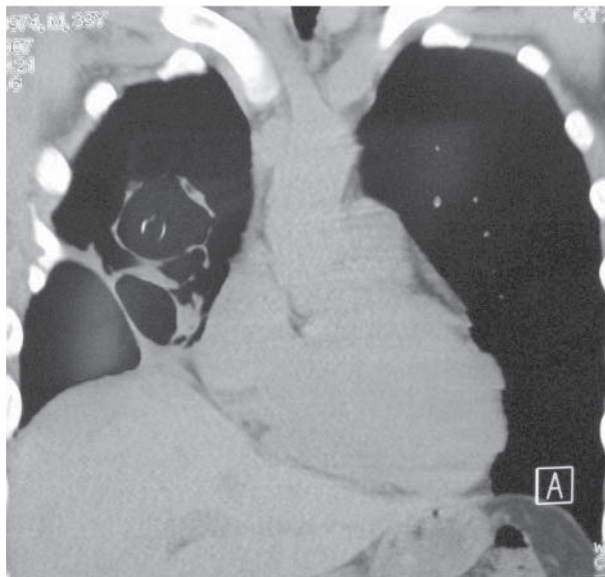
Мультиспиральная компьютерная томография органов грудной клетки (фронтальная проекция).
